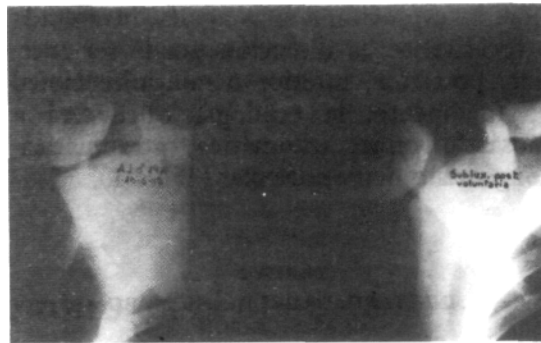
Radiografía de un joven de 19 años con una subluxación recidivante posterior voluntaria.
